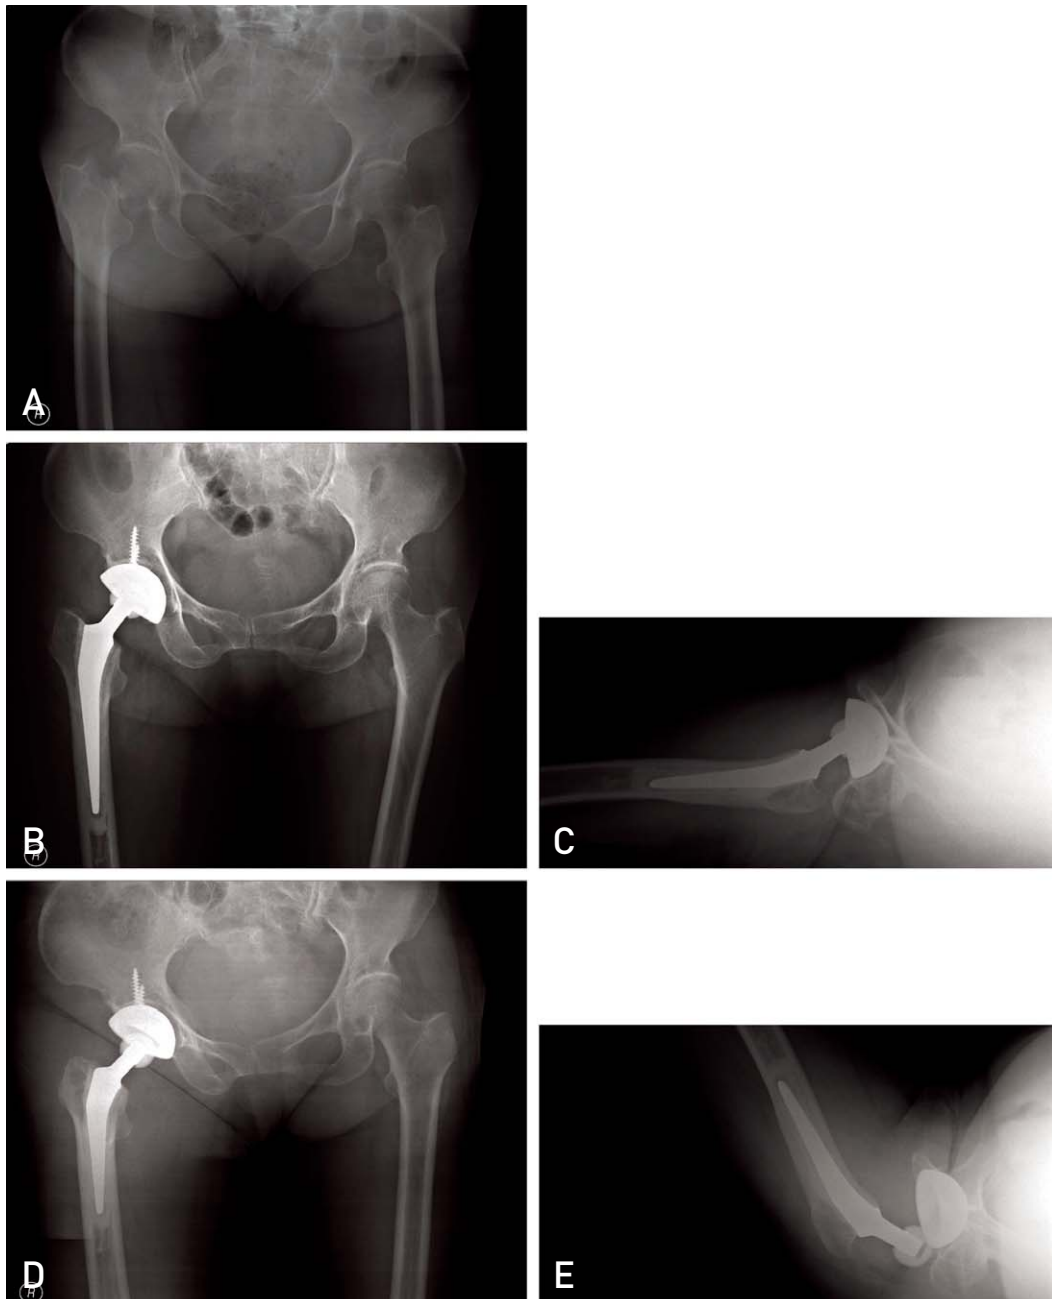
Seventy-eight female patient was admitted for right femur neck fracture (A) Preoperative radiograph showed Garden type IV femur neck fracture. (B, C) Total hip replacement arthroplasty was done. (D, E) Posterior dislocation occurred at postoperative 3 weeks.
